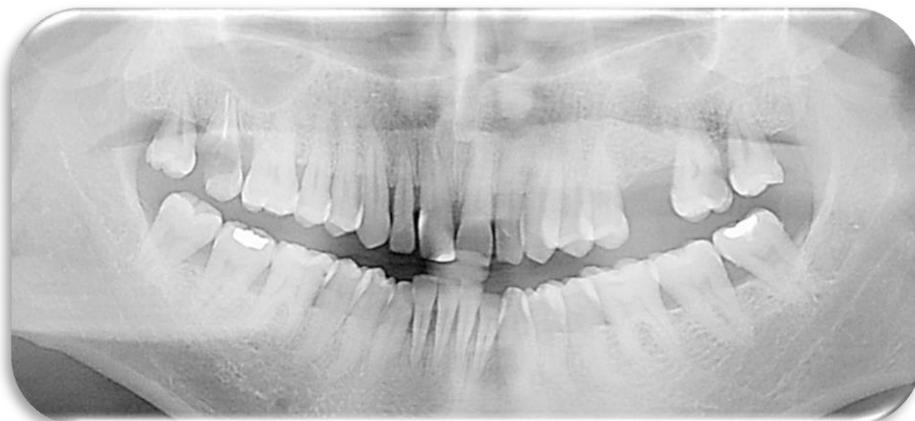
Ortopantomografia do paciente com data de 04/12/2012
